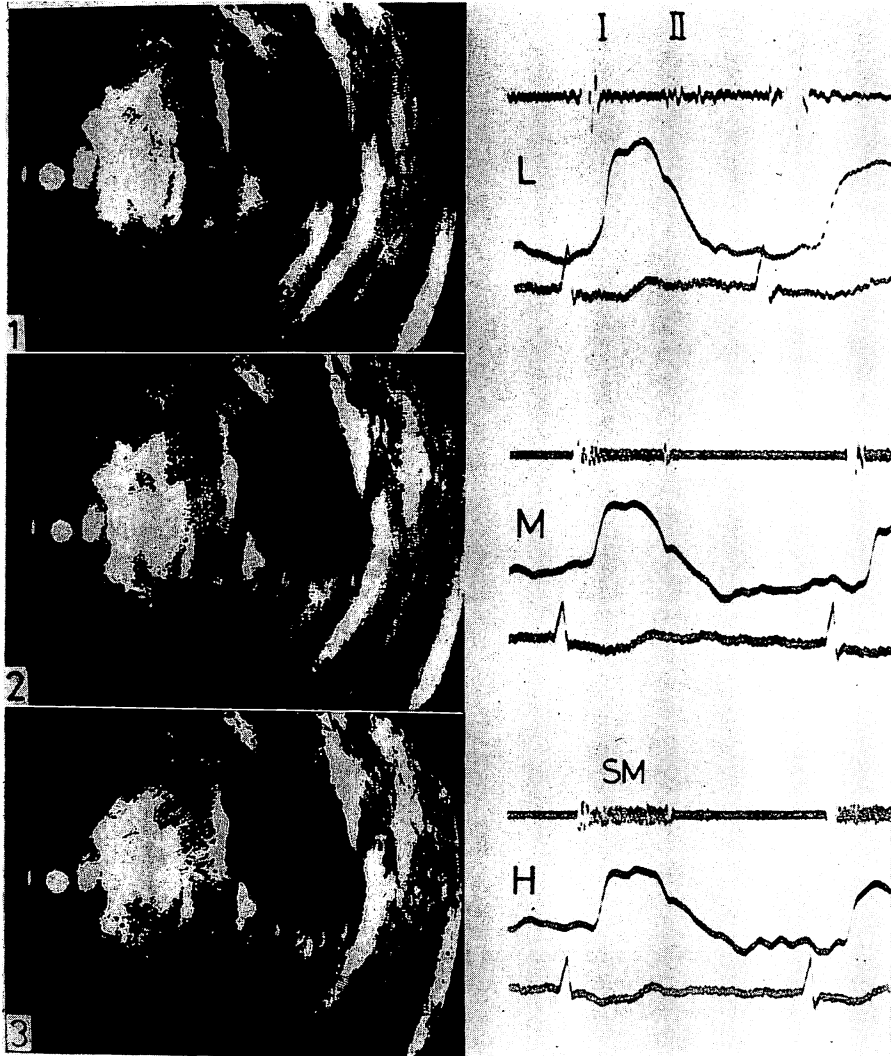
Ultrasono-cardiotomograms and phonocardiograms (apex).
